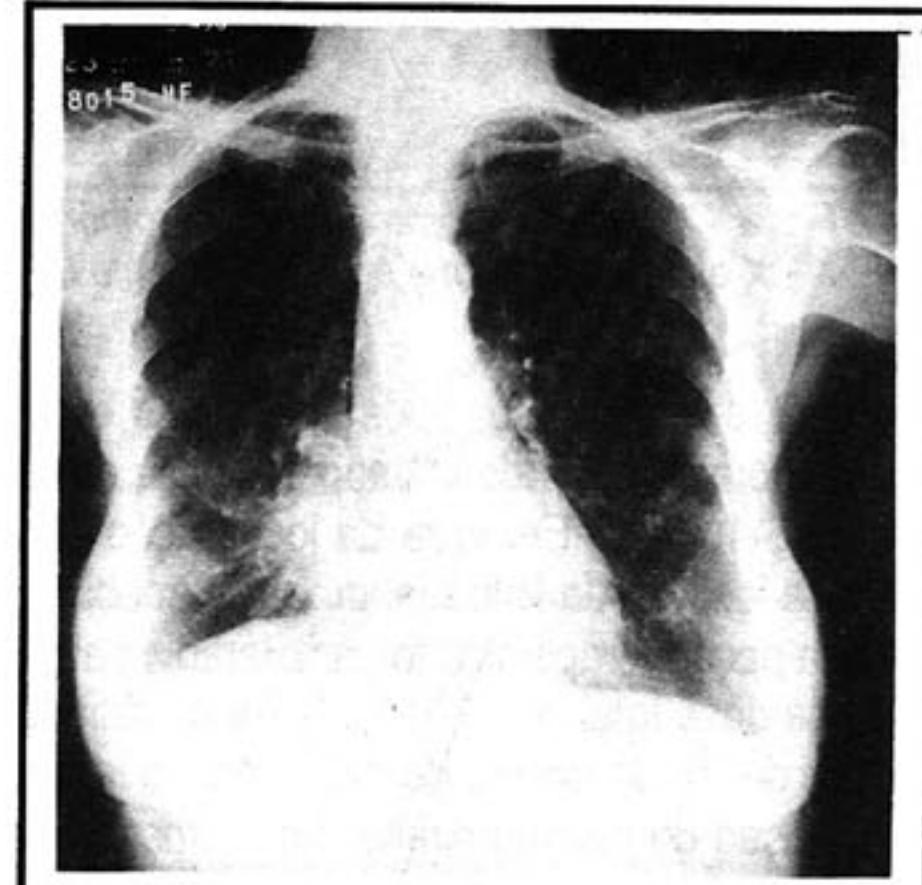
Teleradiografia torax janeiro 92
